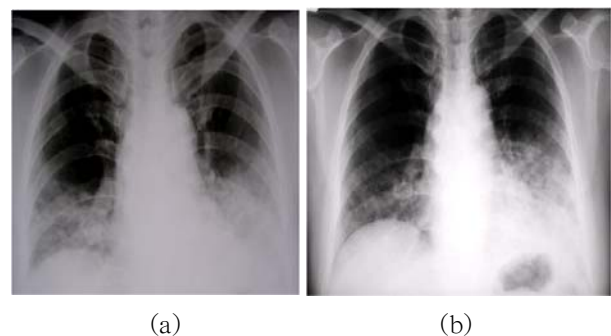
Radiologic improvement after whole lung lavage. (a) The chest X-ray before whole lung lavage. (b) The chest X-ray 2 days after right whole lung lavage.
